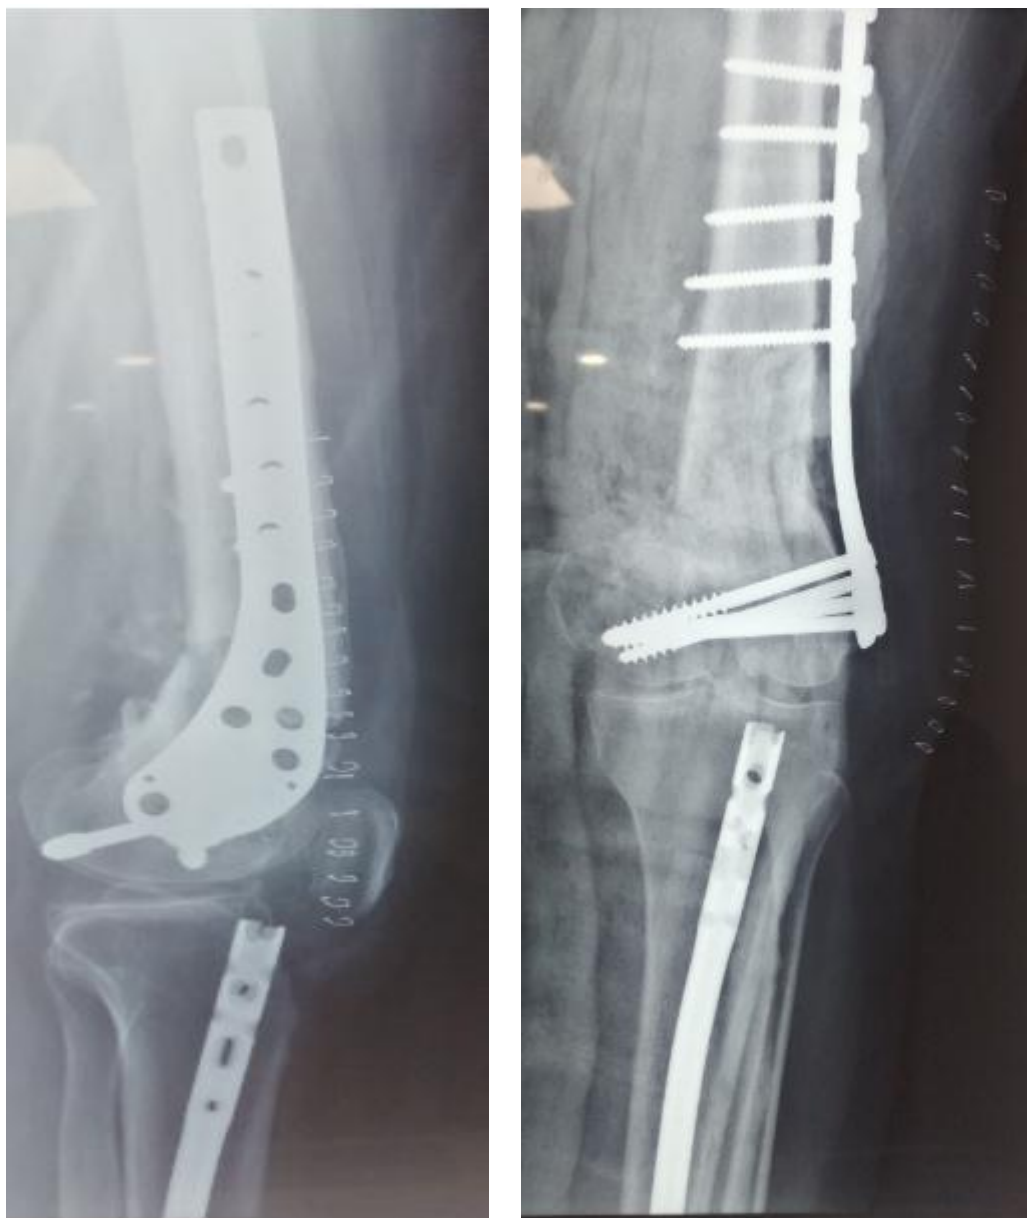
Radiographie post op après traitement de la pseudarthrose par décortication et greffe osseuse Service de Traumatologie B4
